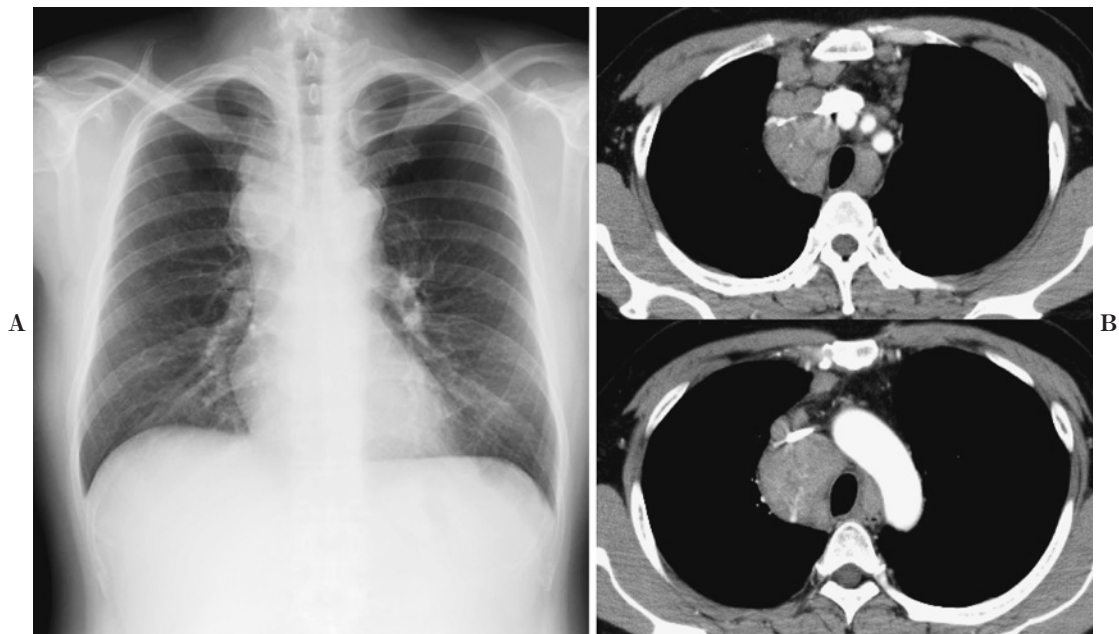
(A) Chest radiograph on admission shows a mass in the right upper mediastinum. No nodular lesion is detectable in the lung field. (B) Chest computed tomography on admission shows enlarged multiple mediastinal lymph nodes.
